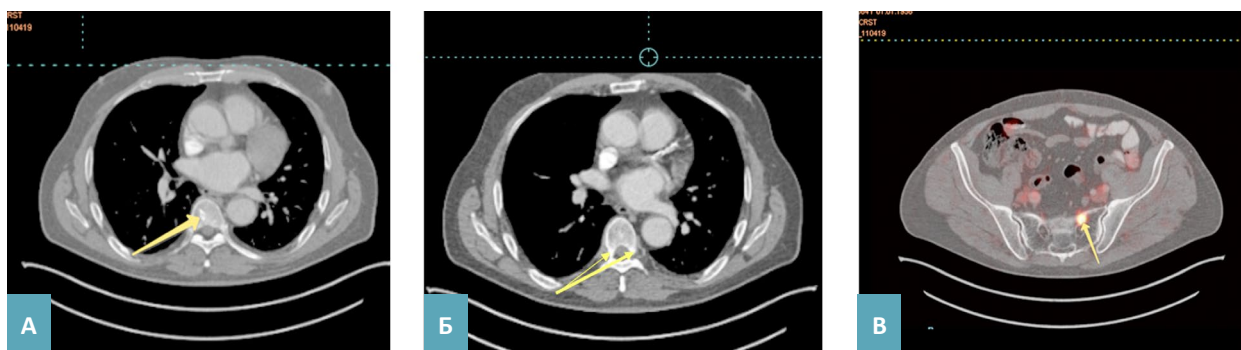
Томограммы пациента В., 65 лет, в аксиальной проекции, (А, Б – срезы на уровнях тел Th_V, Th_{VI}; В – срез крестца на уровне S₁): А, Б – нативные компьютерные, В – совмещенная компьютерная с позитронно-эмиссионной.
